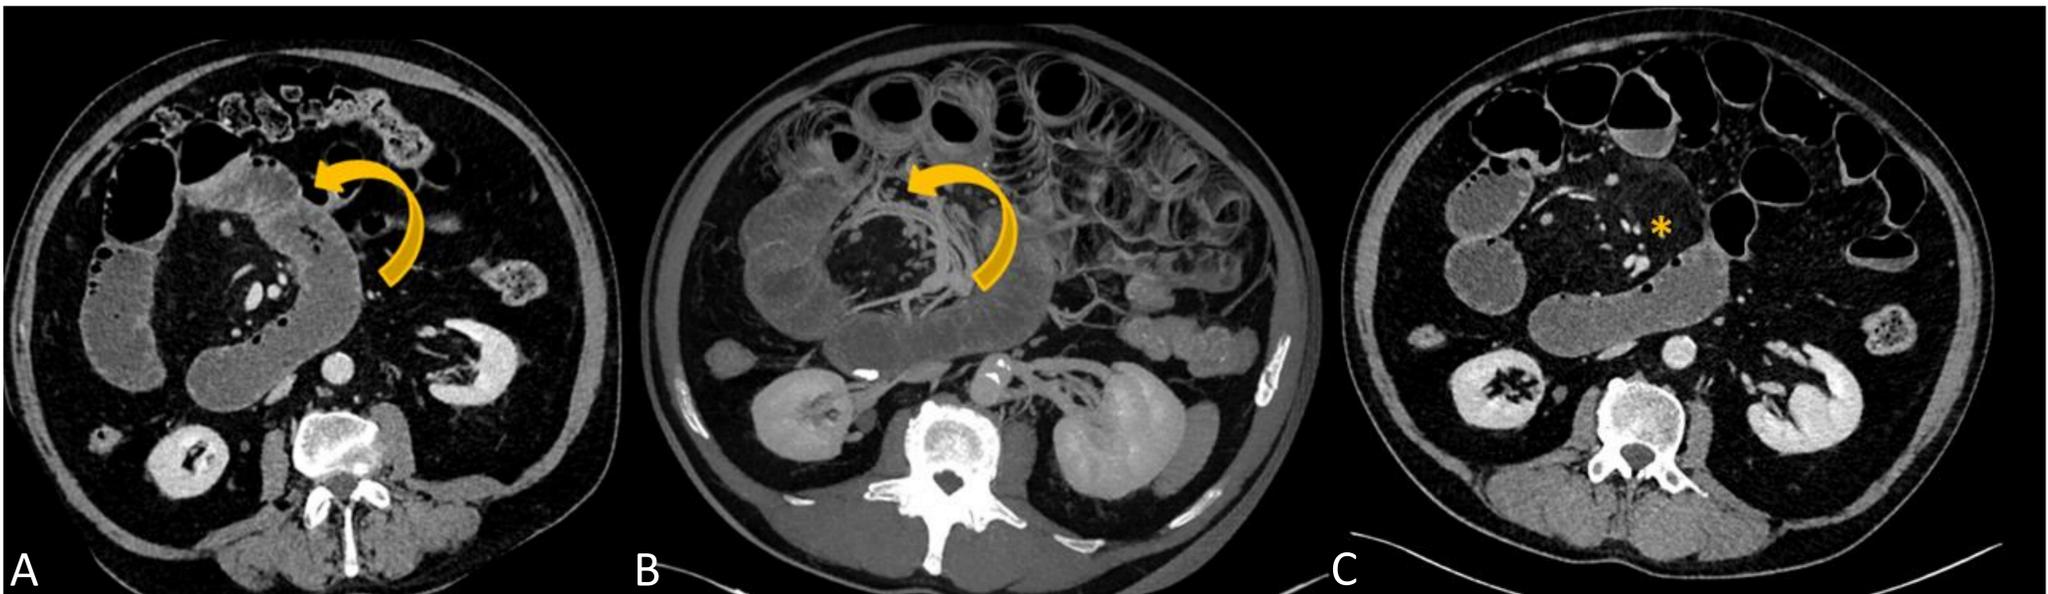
A) TAC axial oblicua: dilatación de asa de yeyuno angulada hacia el hemiabdomen derecho. B) Reconstrucción MIP: signo del remolino en los vasos mesentéricos. C) TAC axial: edema en el mesenterio.
